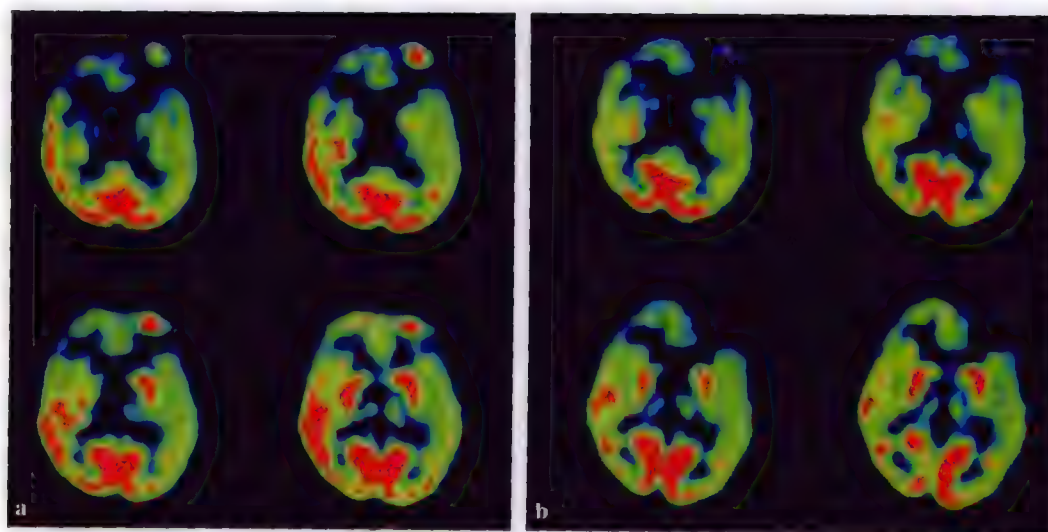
FDG PET 示左颞极发作期局限性高代谢
